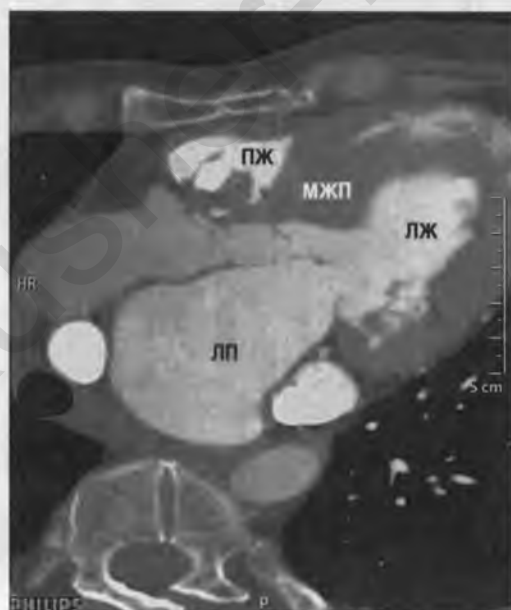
Рентгенокомпьютерная томография сердца больной Б. (ПЖ — правый желудочек; МЖП — межжелудочковая перегородка; ЛЖ — левый желудочек; ЛП — левое предсердие)
